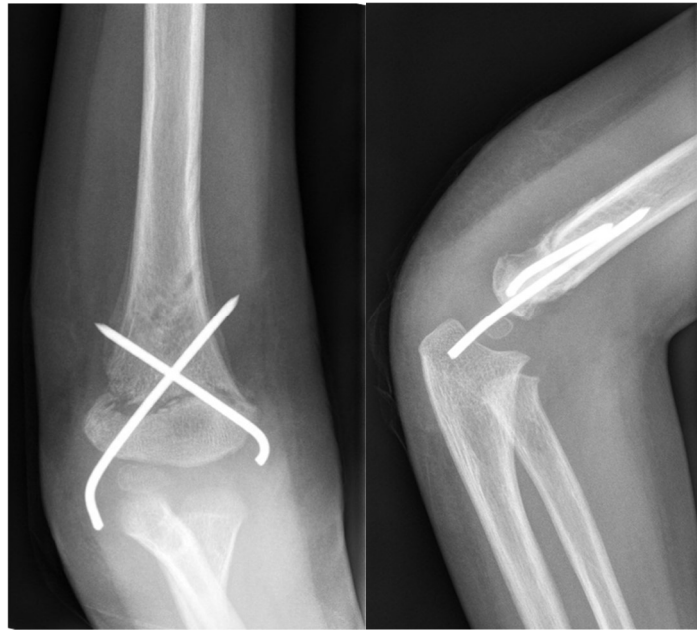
Fall 189: Röntgenbild 22 Tage postoperativ
